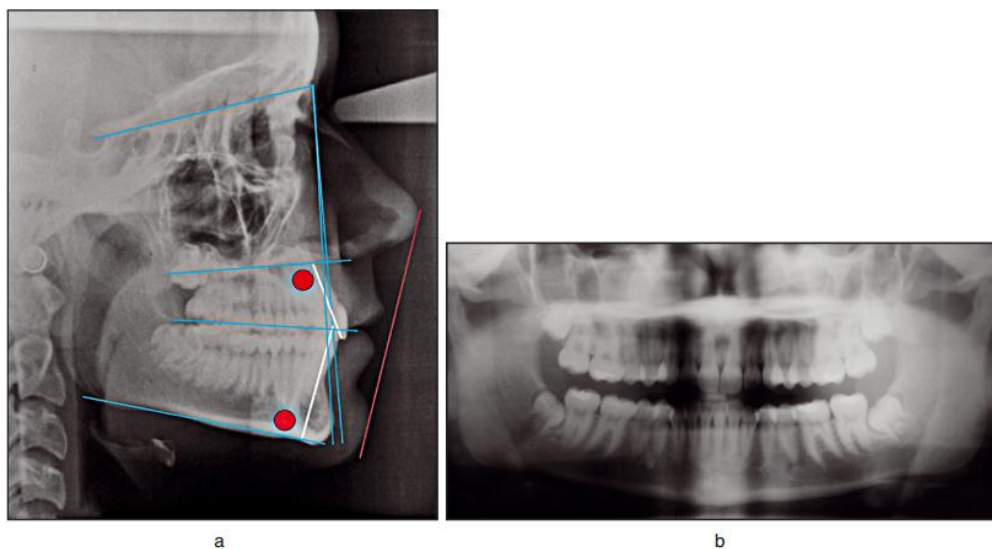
Téléradiographie de profil (a) et radiographie panoramique (b) avant traitement.
